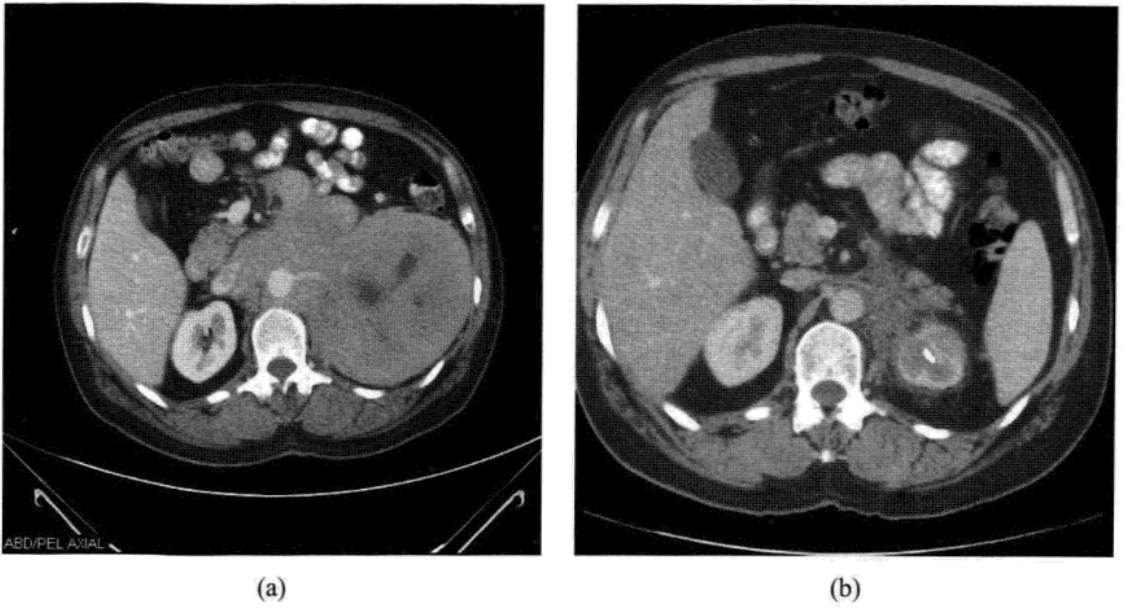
一位 56 岁男性出现血尿症状。(a)腹部 CT 发现广泛的后腹膜淋巴结病并侵犯直接蔓延至左肾。这是典型的肾淋巴瘤的生长形式，伴有肾内多发病灶、肾周损害、或者也可表现有肾弥漫性肿大。对这一后腹膜团块行经皮活检，结果是 B 细胞淋巴瘤。(b)化疗后 4 个月随访发现病情明显改善，并且左肾恢复到接近正常状态。
